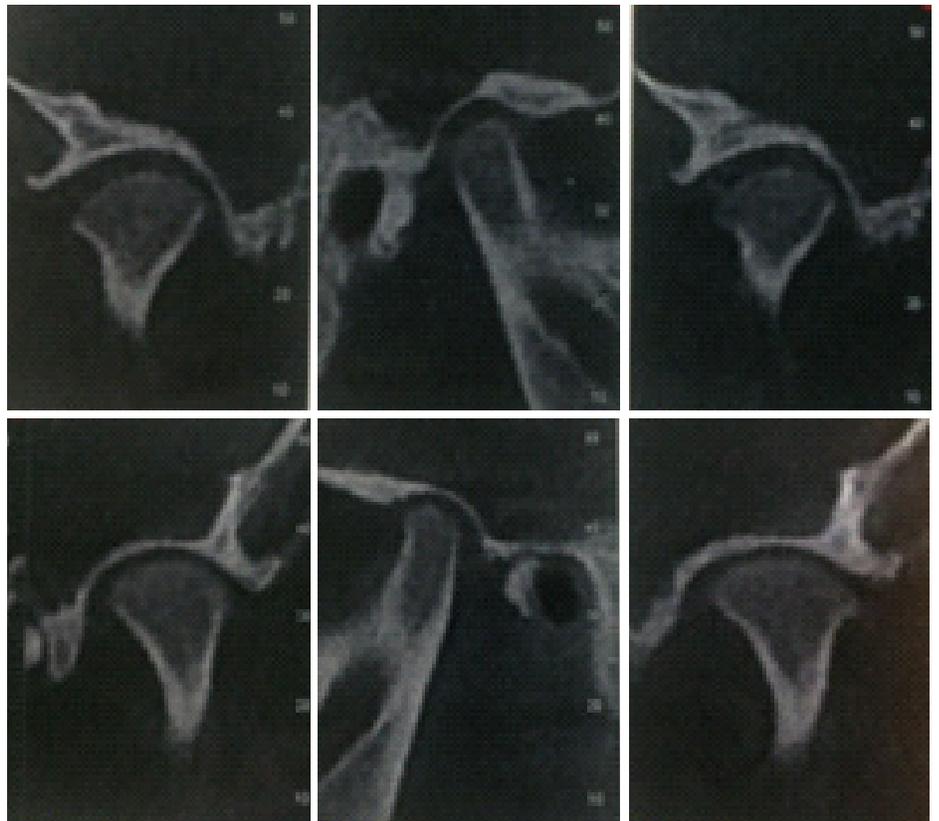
Tomografía. Se descarta erosion condilar. Obsérvese un ligero aumento en el espacio intra-articular en el lado derecho.
